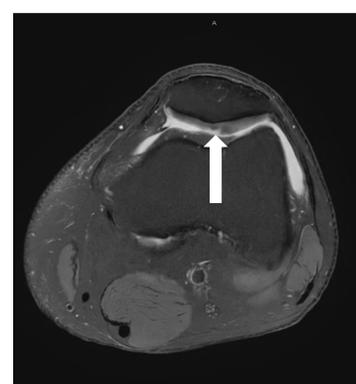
RMN axial DP FS.
